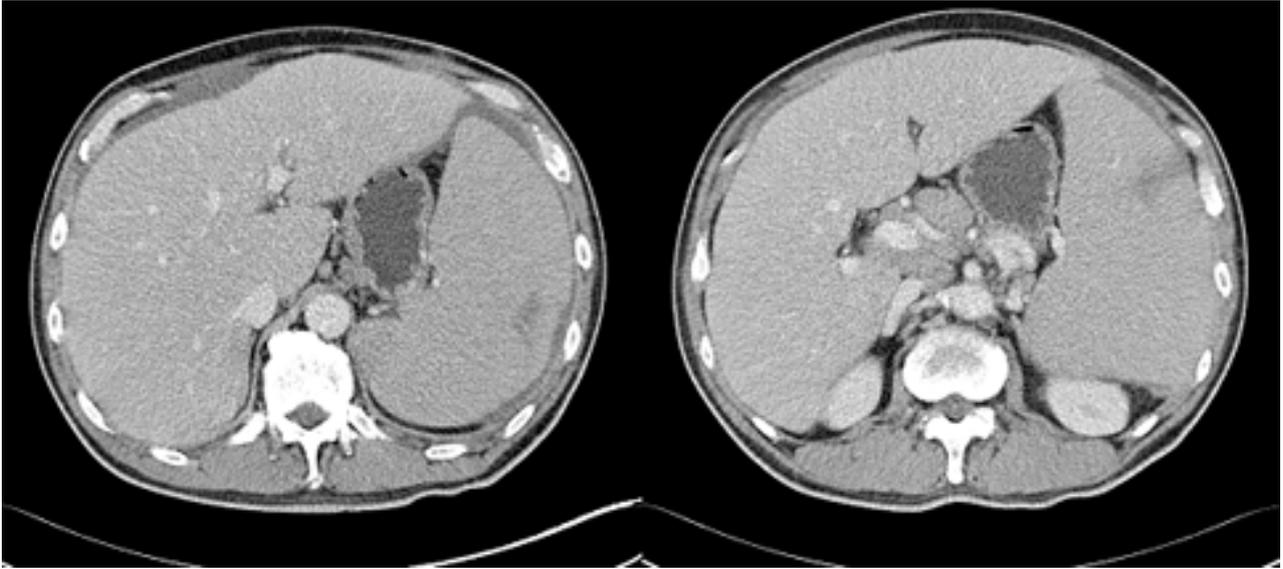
Abdominal CT. There is a hepatosplenomegaly. The length of spleen is 20cm. There were multiple lymph nodes enlargement (from several mm to 5cm in diameter) in the porta hepatis and common hepatic portocaval area.
